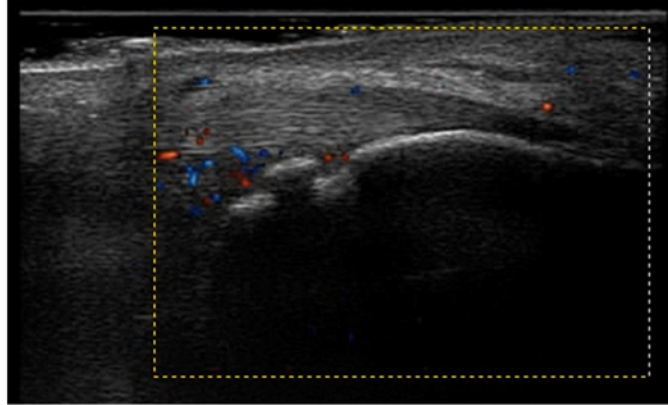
PD OMERACT. Entesis aquilea, imagen ecográfica longitudinal en modo power Doppler con erosiones calcáneas y señal Doppler en los dos milímetros más cercanos a la cortical. Imágenes de mi colección personal recogidas con consentimiento del paciente.
